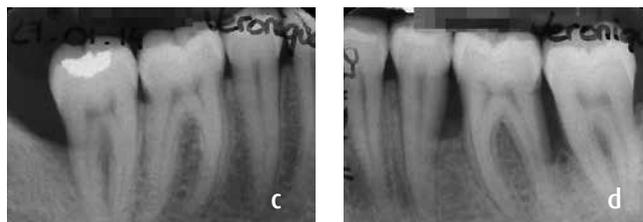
Radiographies en janvier 2014, six mois après l'assainissement parodontal et port de gouttière nocturne.
